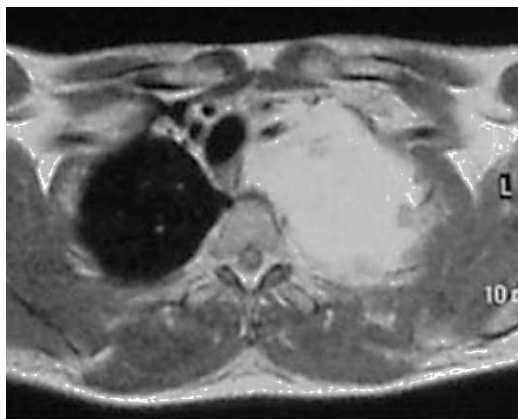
RM torácica onde se evidenciam nódulos à periferia
